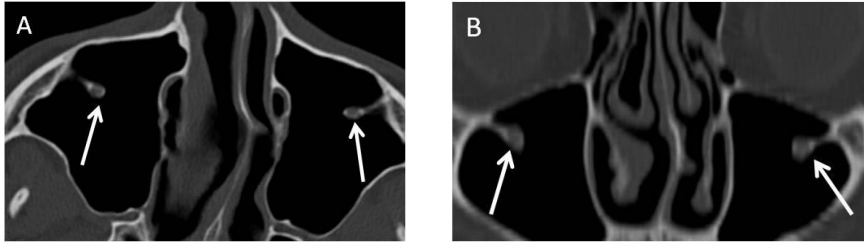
Septalı maksiller sinüs. A) aksiyel BT’de bilateral B) koronal BT’de solda maksiller sinüste ince kemik septasyon izleniyor (düz ok).
